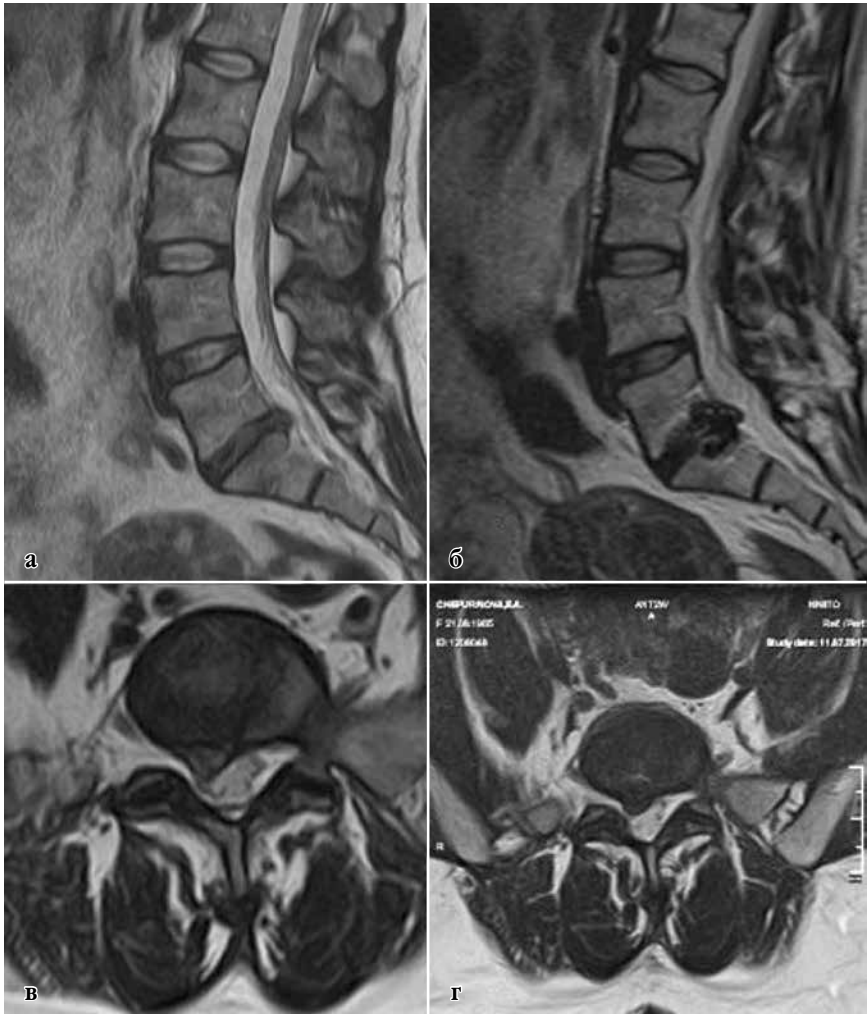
Данные МРТ пациента Ч. а, в – до операции, б, г – рецидив грыжи диска на оперированном уровне с ипсилатеральной стороны через 36 месяцев после операции.
